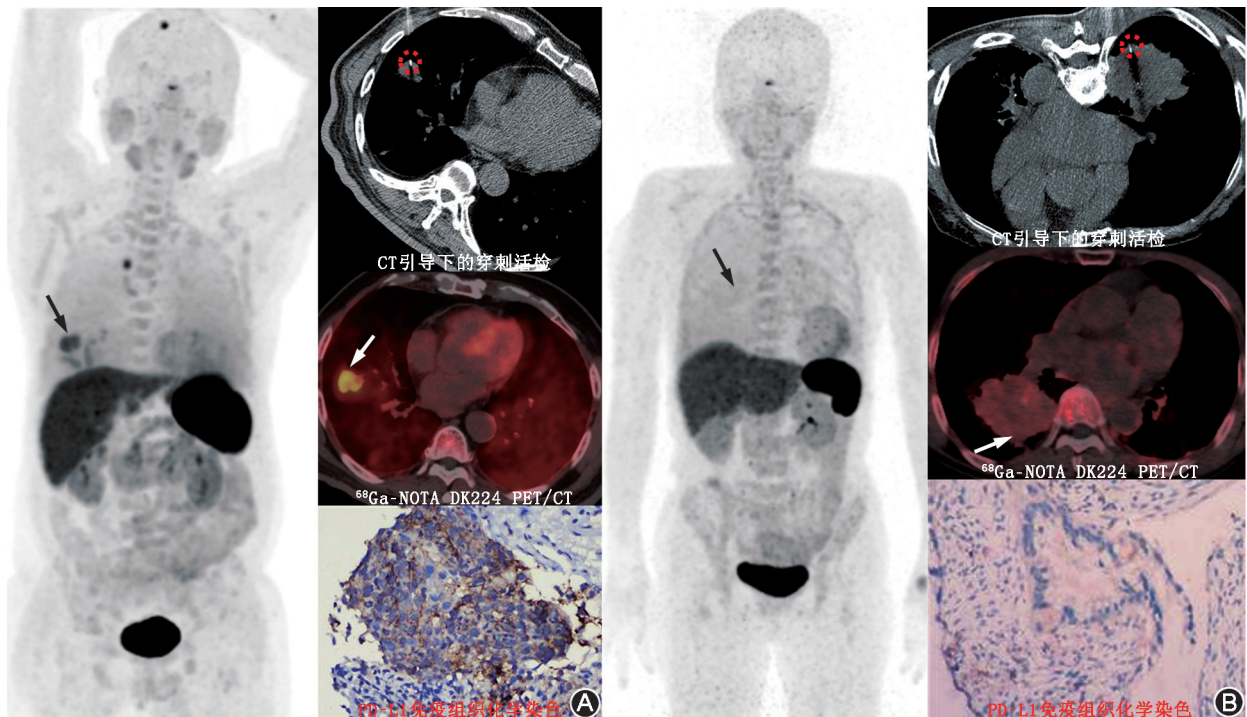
非小细胞肺癌患者 ^{68}Ga -1,4,7-三氮杂环壬烷-1,4,7-三乙酸(NOTA)-DK224 PET/CT 显像图及程序性死亡受体配体 1(PD-L1)免疫组织化学染色图(EnVision 法 $\times 100$)。A. 右肺腺癌患者(女,75 岁), ^{68}Ga -NOTA-DK224 PET/CT 显像示原发灶(箭头示)对显像剂摄取较高, SUV_{max} = 7.4, CT 引导下穿刺活组织检查(简称活检;红色圆圈示)所取肿瘤组织经免疫组织化学染色证实为 PD-L1 高表达,肿瘤阳性比例评分(TPS) = 50%; B. 右下肺鳞状细胞癌患者(男,68 岁), ^{68}Ga -NOTA-DK224 PET/CT 显像示原发灶(箭头示)对显像剂摄取呈阴性, SUV_{max} = 3.0, CT 引导下穿刺活检(红色圆圈示)所取肿瘤组织经免疫组织化学染色证实为 PD-L1 低表达, TPS $< 1\%$
